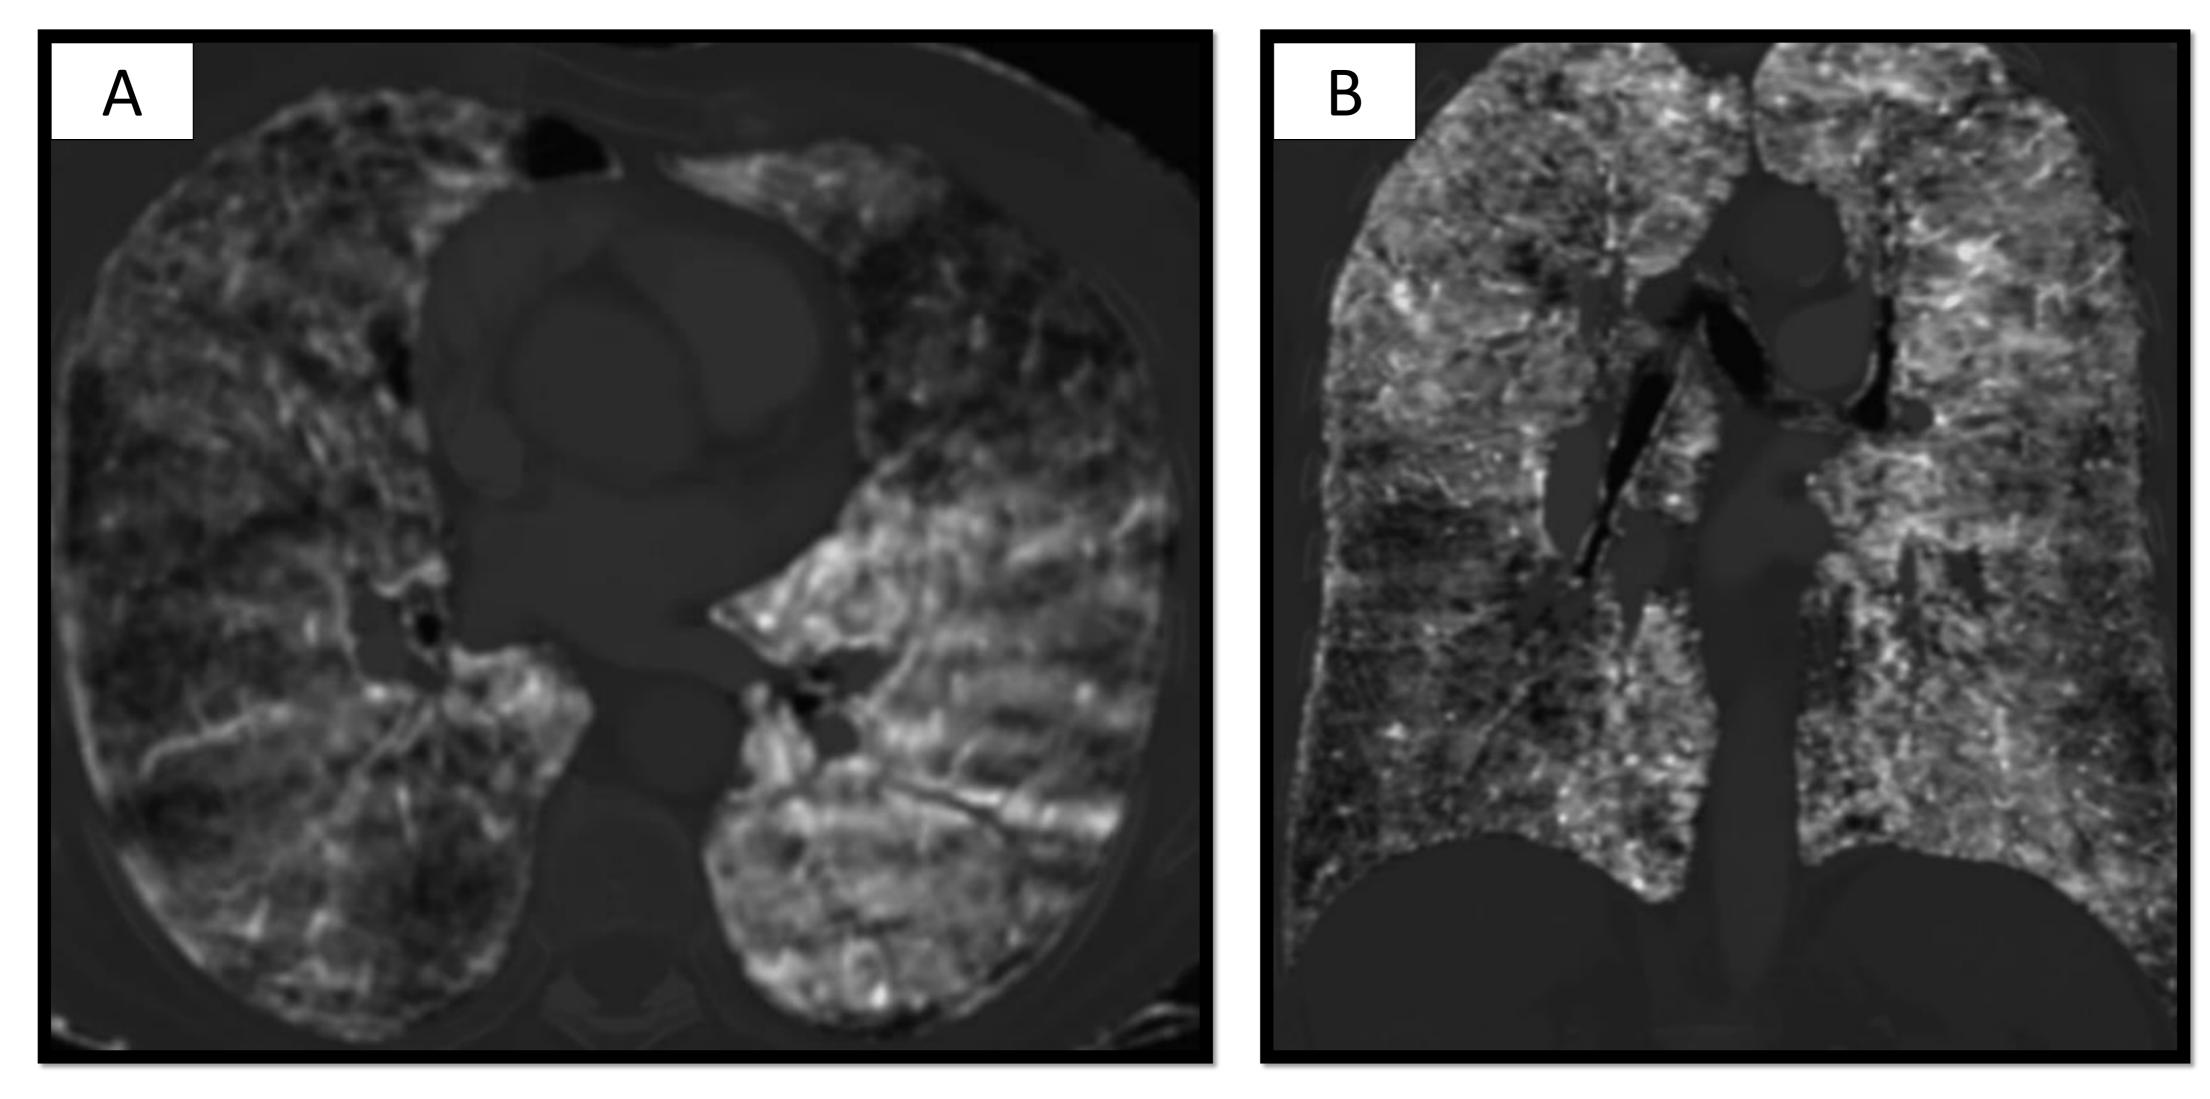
Perfusión pulmonar en TC-dual, reconstrucción axial (A) y coronal (B) en el que se observan múltiples defectos de perfusión bilaterales en paciente con HPTEC.
